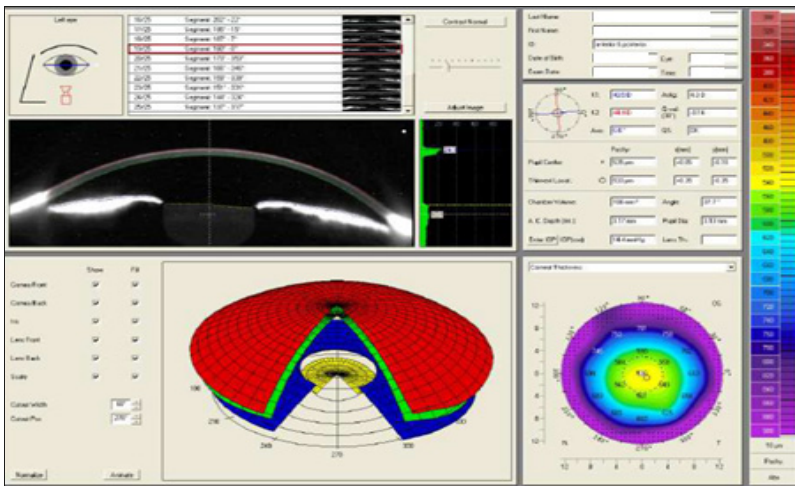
tomografo corneale: esame test di un primo gruppo di operatori arruolati nello studio prospettico approvato dal comitato etico
